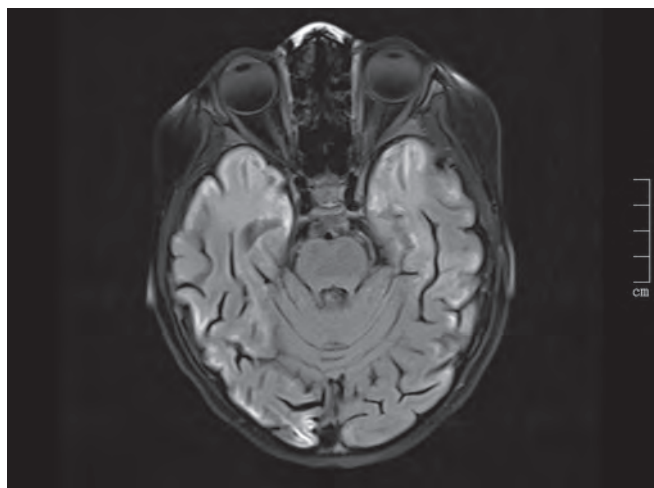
Повторное МРТ-исследование пациентки, отрицательная динамика. В режиме T2-FLAIR определяется увеличение выраженности отека белого вещества мозга, преимущественно извилин, больших полушарий головного мозга
